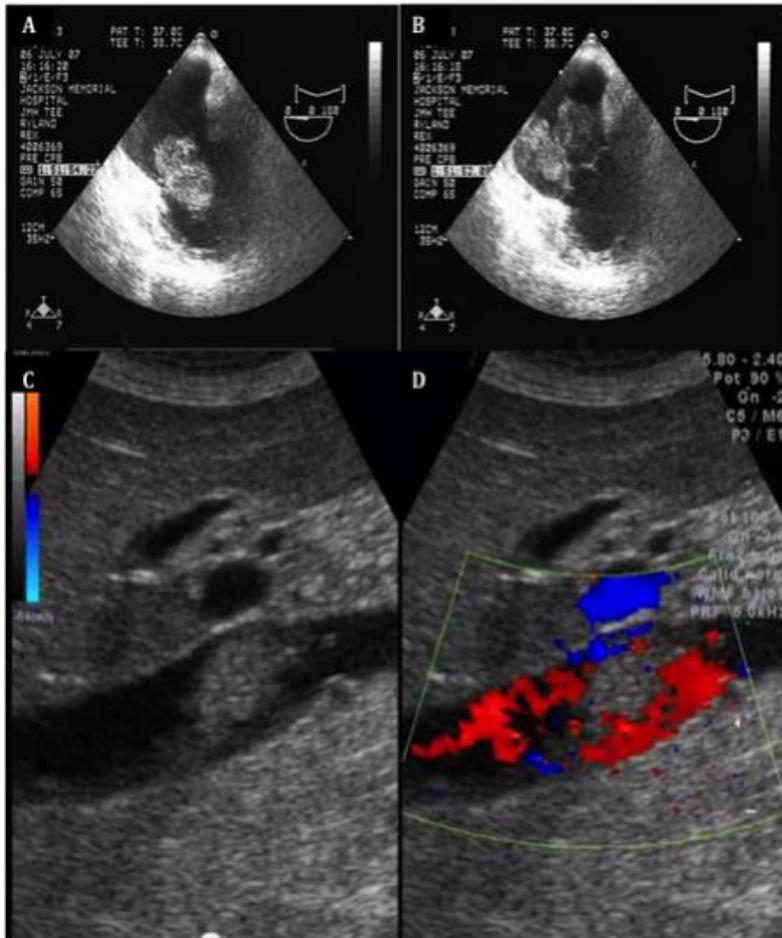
Ecocardiografía transesofágica. Para los trombos que alcanzan la aurícula derecha históricamente se ha recomendado el empleo de circulación extracorpórea con o sin cardioplejia e hipotermia. En estos casos será preceptivo el empleo de ecografía cardiaca transesofágica y de un equipo multidisciplinar que cuente con cirujanos con experiencia vascular y trasplante, cirugía cardio-torácica y un equipo de anestesia bien entrenado. La imagen muestra el extremo cefálico de la trombosis en posición intraauricular (A), auriculo-ventricular derecha (B), a nivel de las venas hepáticas mayores (C) y la presencia de flujo alrededor de la trombosis en el Doppler (D).
